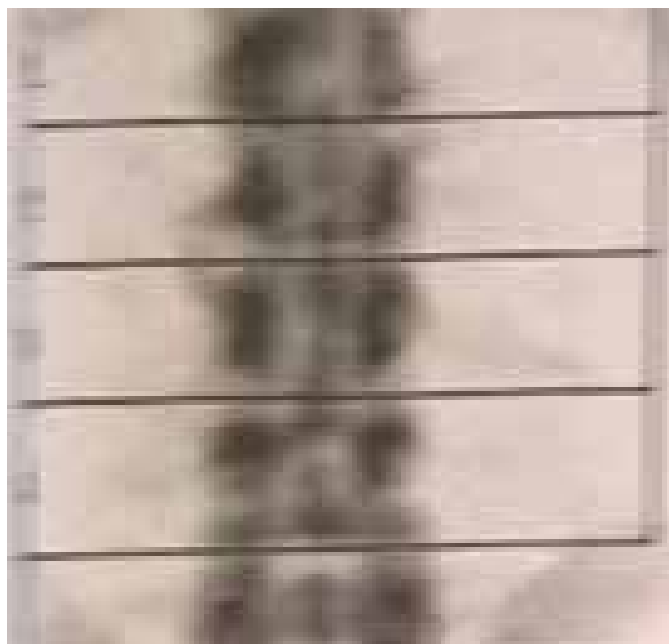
radiografias da coluna lombar em ântero-posterior e perfil evidenciam calcificação do ligamento longitudinal anterior em mais de cinco níveis.
